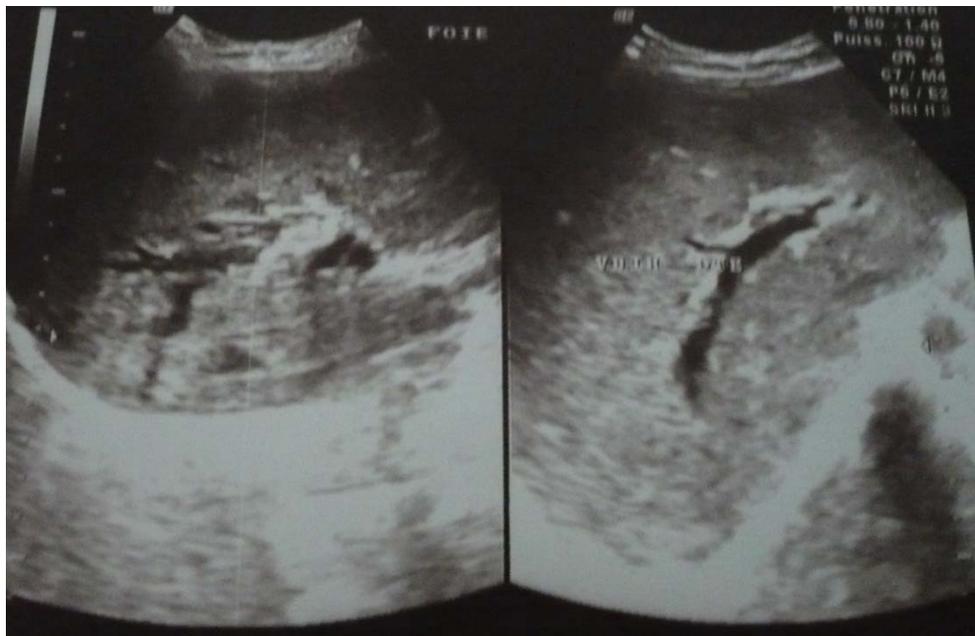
Image échographique montrant une dilatation des VBIH et de la VBP sur obstacle de la VBP
